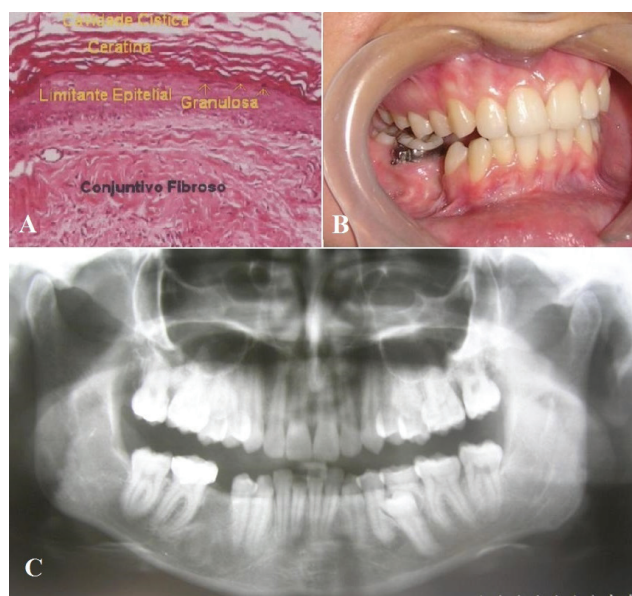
(A) Imagem histológica da lesão. (B) e (C), respectivamente, vista intra-oral e radiografia panorâmica pós operatória de 2 anos demonstrando remodelação óssea no local da lesão.
